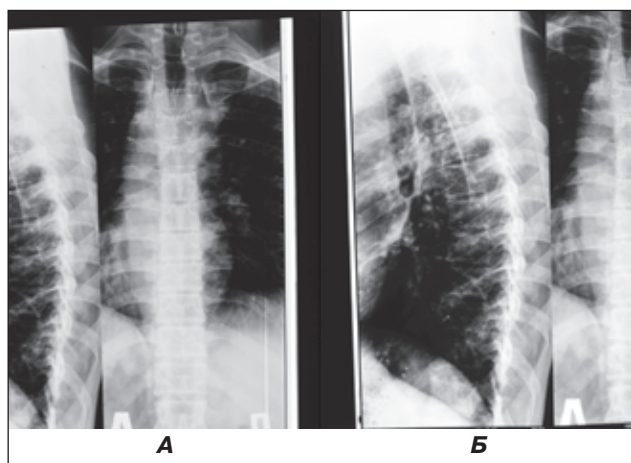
Рентгенограммы грудного отдела позвоночника пациента Г., 30 лет: А — фронтальная проекция, Б — сагиттальная проекция
